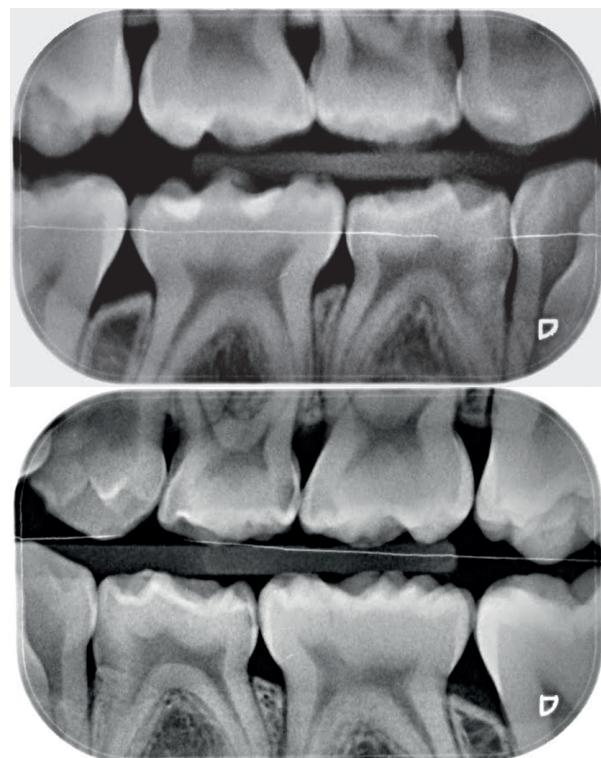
Bitewing radiographs.
